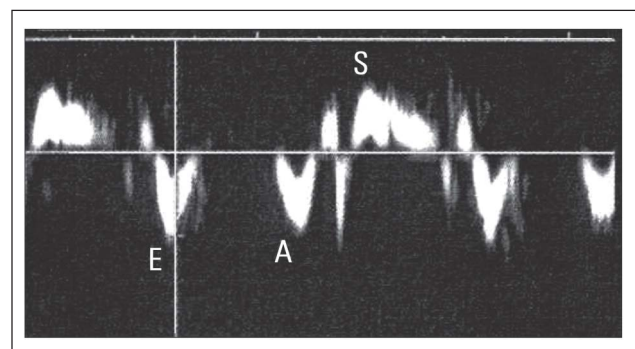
Gewebedoppler – diastolisch E' und A' sowie systolische Bewegung (gemessen am medialen Mitralanulus von apikal)
